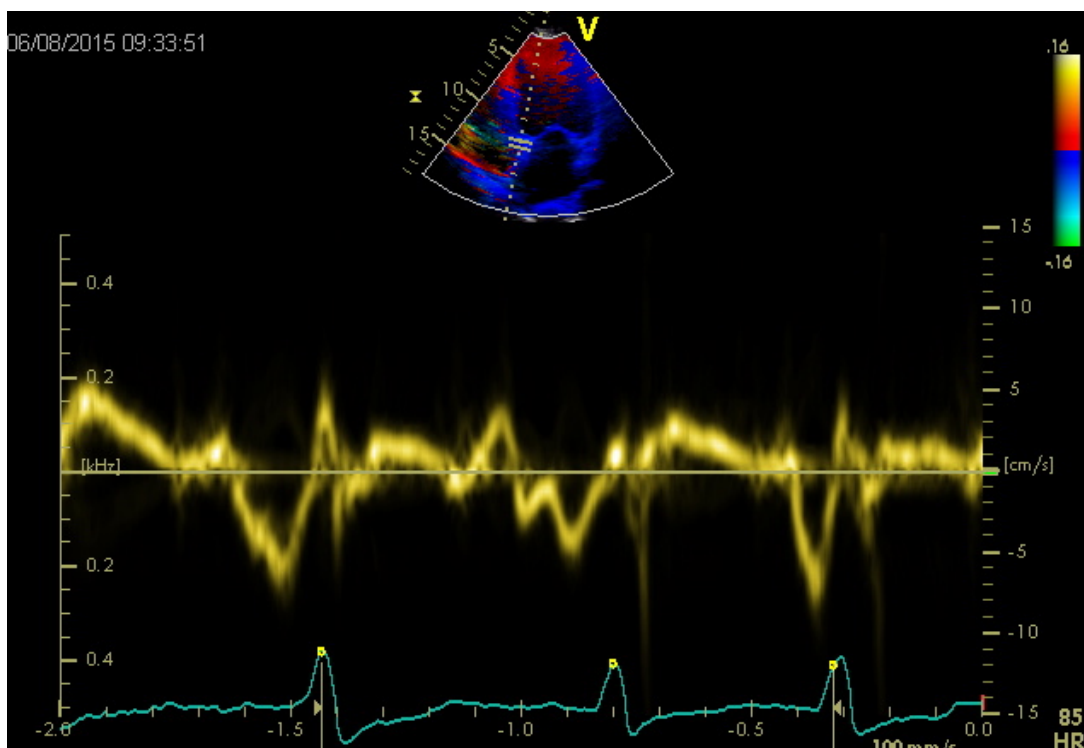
Doppler tisular pulsado
